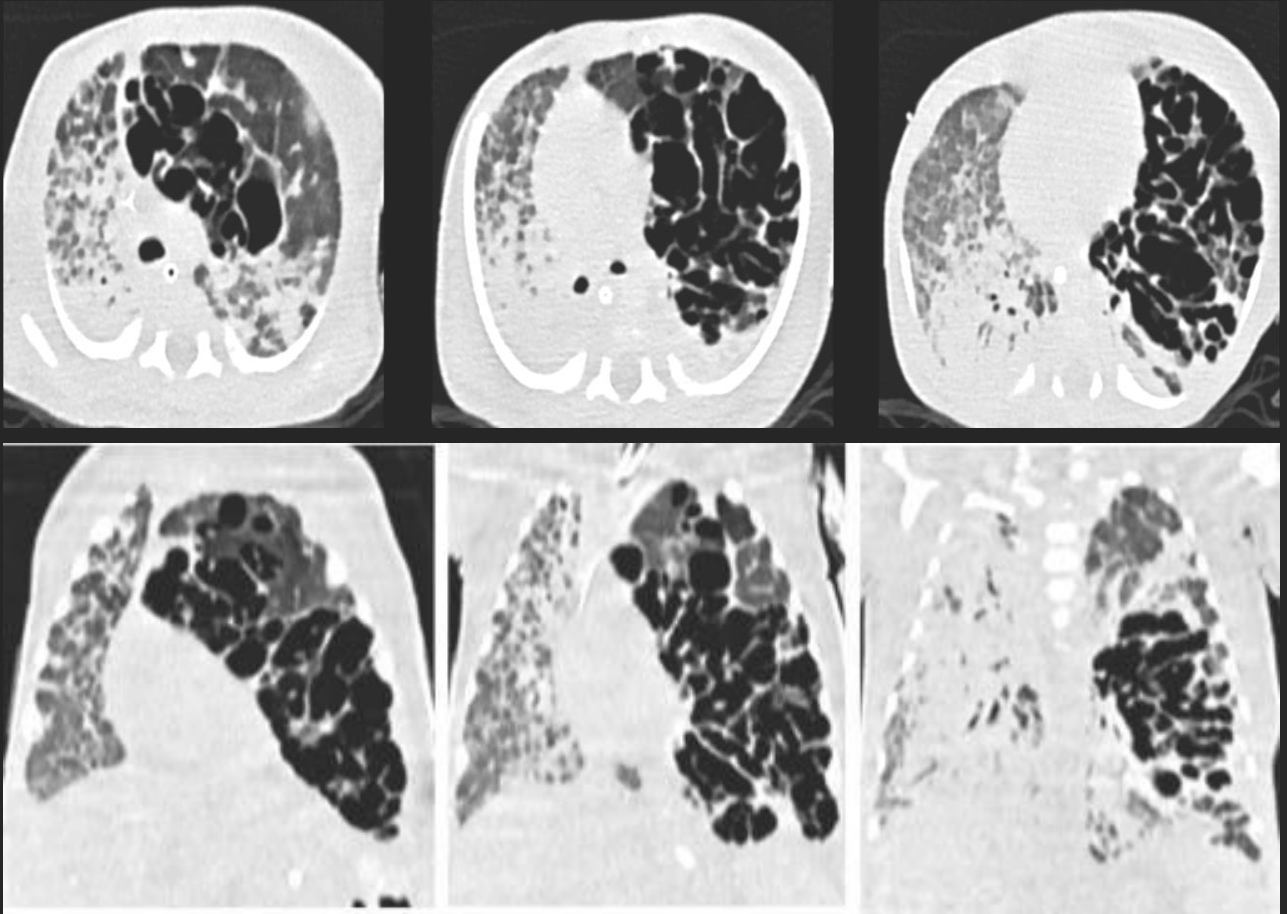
TC. Tórax a los 25 días de vida.
